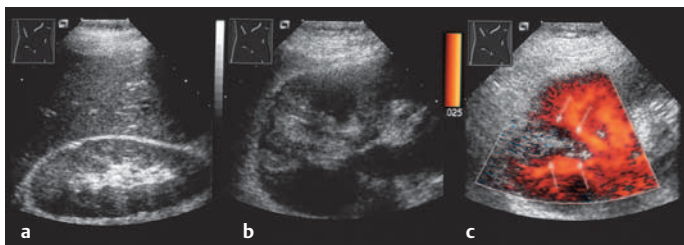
a–c Frischer Niereninfarkt. a Echogenitätszunahme im Bereich des kranialen Pols der rechten Niere. b Ausschnittsvergrößerung. c Farbdoppler: Der dreieckförmige avaskuläre Bezirk (Pfeile) beweist den Infarkt
